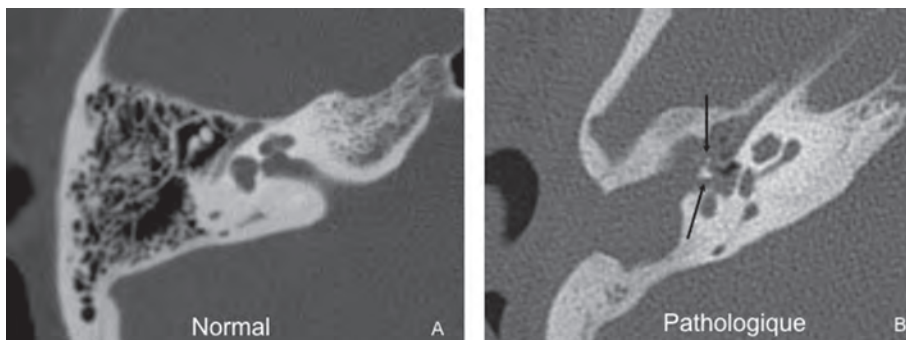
Lyse ossiculaire dans le cadre d'un cholestéatome. A, B) CT scan, coupe axiale normale (A) et pathologique (B) passant par la région atticale. Lyse de la quasi-totalité de la tête du marteau et d'une grande partie du corps de l'enclume sur l'image B (flèches).
